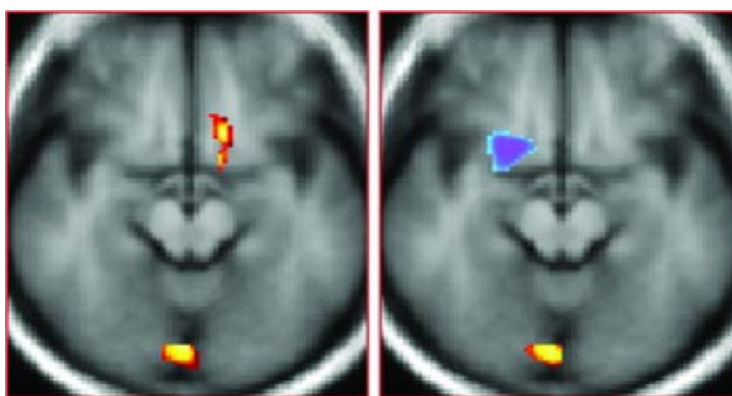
Aspecte tomografice la maniaco-depresivi
